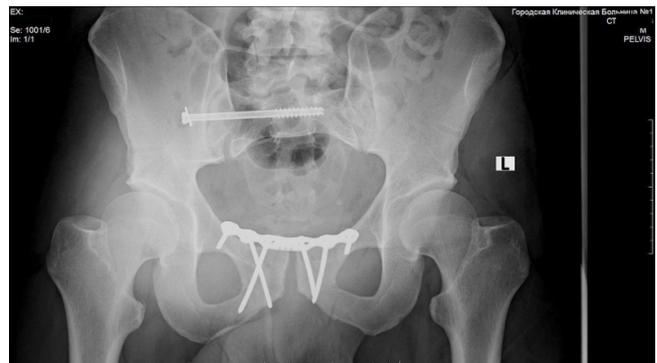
Рентгенограмма таза пациента после окончательной стабилизации тазового кольца на 10-е сутки: фиксация правого крестцово-подвздошного сочленения спонгиозным винтом с частичной нарезкой и шайбой, лонного сочленения пластиной и винтами
